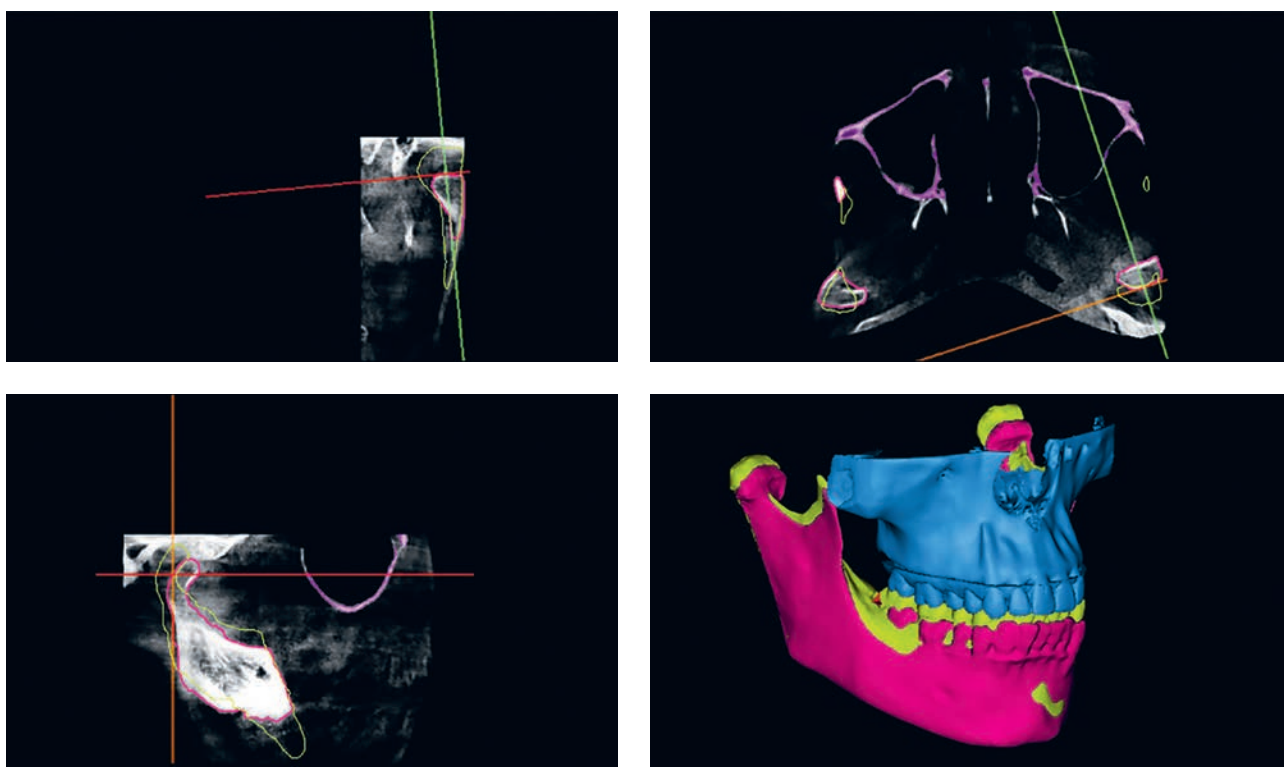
Анализ контуров левой суставной головки на срезах КТ-исследования в открытом и закрытом положениях
